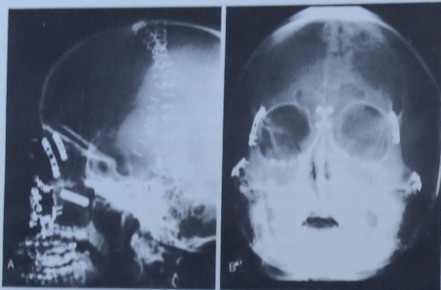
A y B. Las radiografías muestran el volumen de metal empleado para reducir las fracturas pantofaciales.
